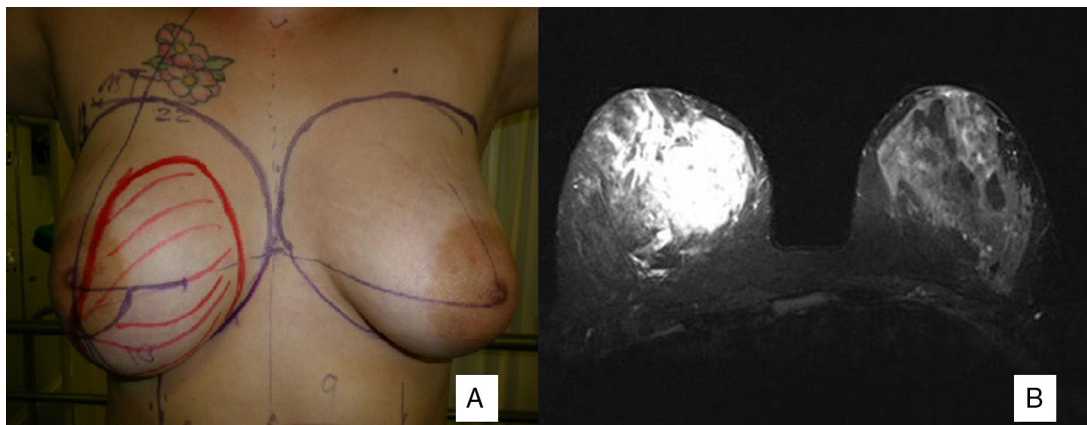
A) Mujer diagnosticada de angiosarcoma mama derecha. Marcaje prequirúrgico. B) Resonancia magnética: tumoración de aspecto vascular y alta sospecha en mama derecha (75 × 60 × 48 mm), sin presencia de adenopatías. Categoría BIRADS 5.
